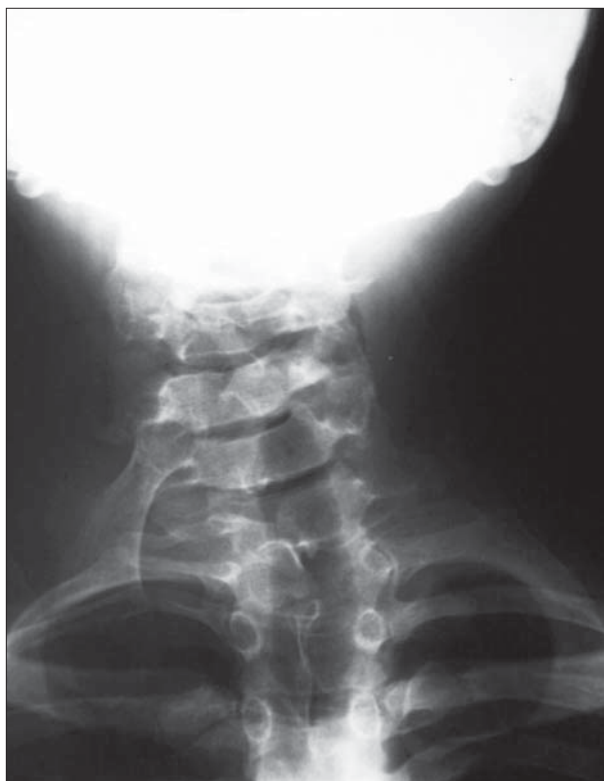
Anteroposterior plane X-ray of cervical spine. Note a right-sided omovetebral bone expanding down from the level of C5-6
